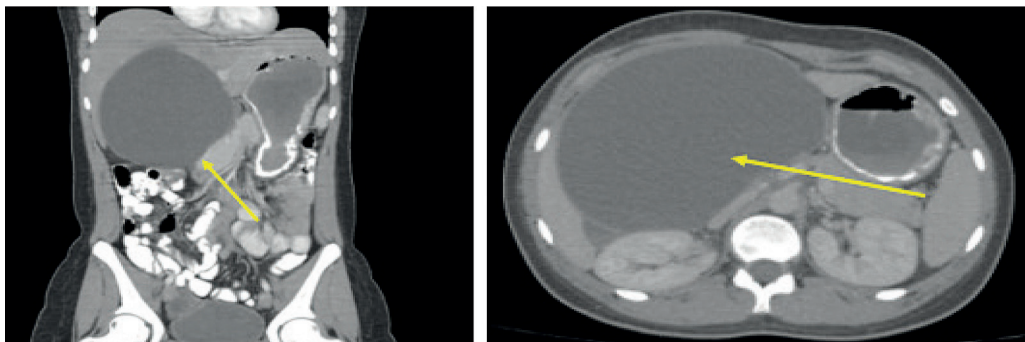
A: Tomografía computadorizada contrastada de abdomen, corte coronal. La flecha señala la masa hepática. B: Corte axial. La flecha señala la masa hepática. Elaboración propia de los autores
